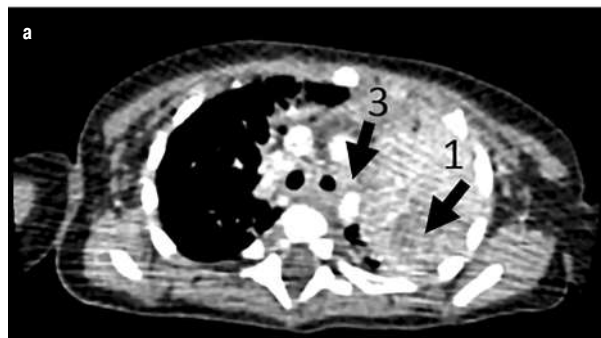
КТ органов грудной клетки пациента Ж. от 05.04.2017 г. Зона сниженного кровоснабжения в S2 (1) сегменте левого легкого и расширенные внутригрудные лимфатические узлы (3) (а); зоны сниженного кровоснабжения в S4 и S5 (2) сегментах левого легкого (б); ателектаз верхней доли слева (4) (в)
